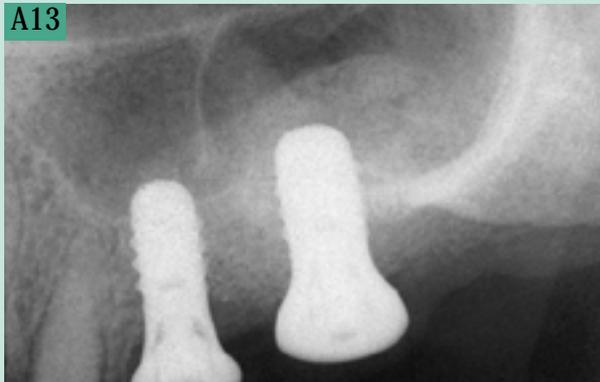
Un contrôle radiographique est réalisé immédiatement après la pose des 2 implants.
